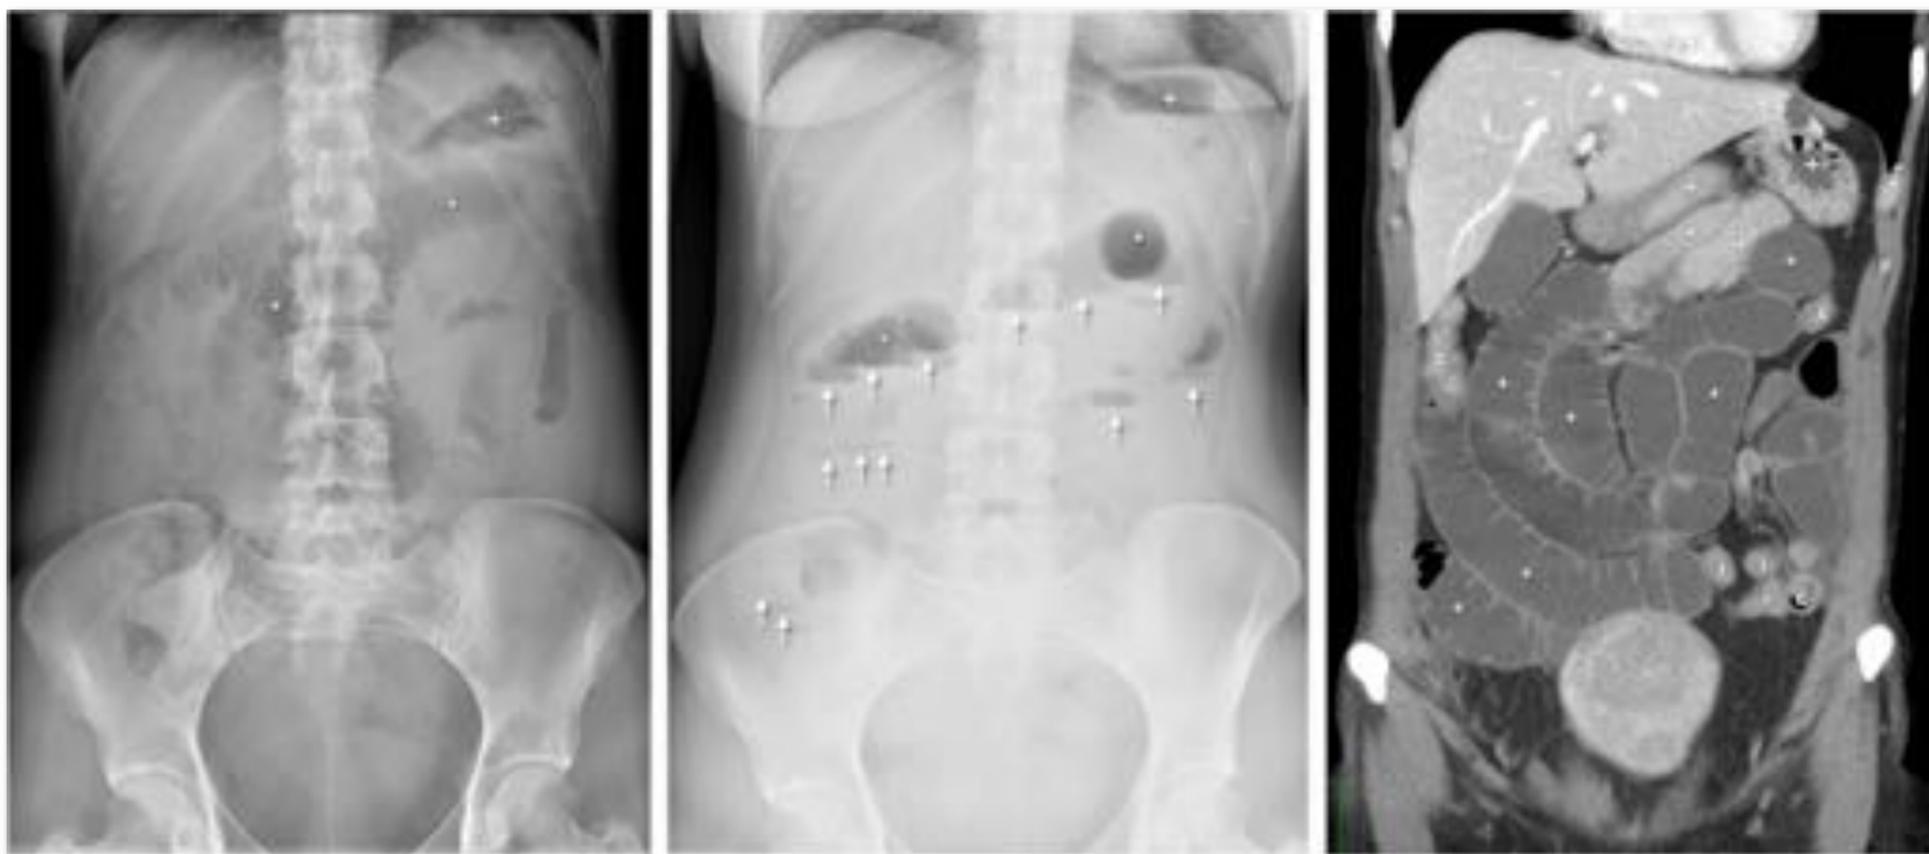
Mujer de 47 años de edad que acude a Urgencias por cuadro de 12 horas de dolor continuo en epigastrio con irradiación generalizada a todo el abdomen. Antecedente de apendicectomía 13 años antes. Vómitos alimentarios que posteriormente se tornaron de aspecto bilioso. Ausencia de tránsito intestinal. En la Rx simple en supino no hay dilatación gástrica significativa (+). Se aprecia dilatado un tramo de intestino delgado proximal (*), aunque predomina la sensación de ocupación abdominal con escaso gas. Apenas se aprecia contenido en el colon y el recto. En bipedestación hay numerosos niveles hidroaéreos, que por lo general se disponen escalonadamente (flechas). Este patrón es muy sugerente de obstrucción de intestino delgado, con predominio del contenido líquido en los tramos dilatados, como se confirma en el estudio de TC, en el que también se ve que no hay dilatación del estómago y el yeyuno proximal (+), por los vómitos recientes, y que el íleon distal al punto de obstrucción (no mostrado) está colapsado (i), igual que el colon (c). Puesto que no había datos clínicos, analíticos ni radiológicos de obstrucción en asa cerrada o isquemia intestinal, se propuso manejo conservador. Sin embargo, la evolución de la paciente no fue favorable, por lo que finalmente fue necesario intervenirla quirúrgicamente, encontrándose una brida mesentérica que atrapaba el íleon distal. Se seccionó sin necesidad de realizar resección intestinal, con buena evolución clínica de la paciente. u: útero miomatoso.*
